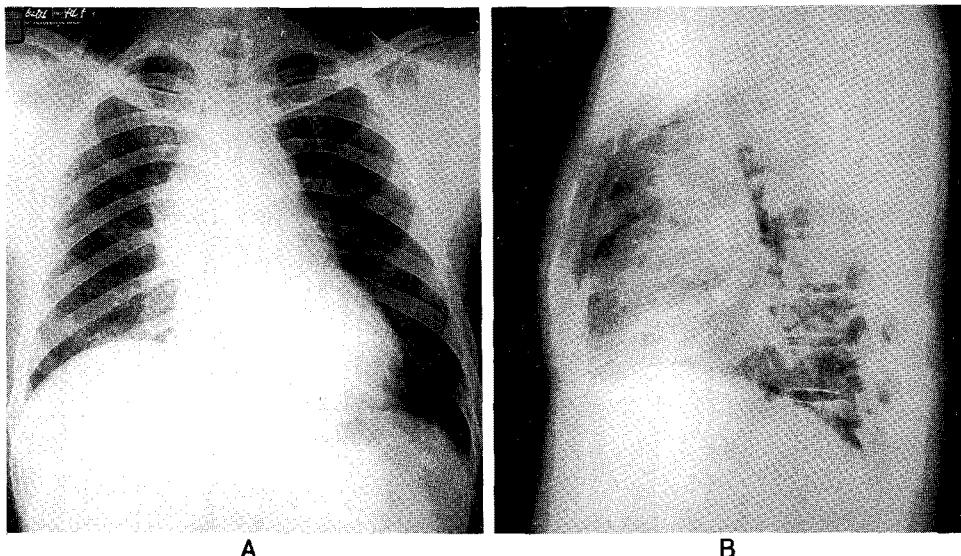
The X-ray film of chest shows large anterior mediastinal mass, creates obtuse angle with the mediastinum. A) Posteroanterior projection. B) Right lateral projection.
